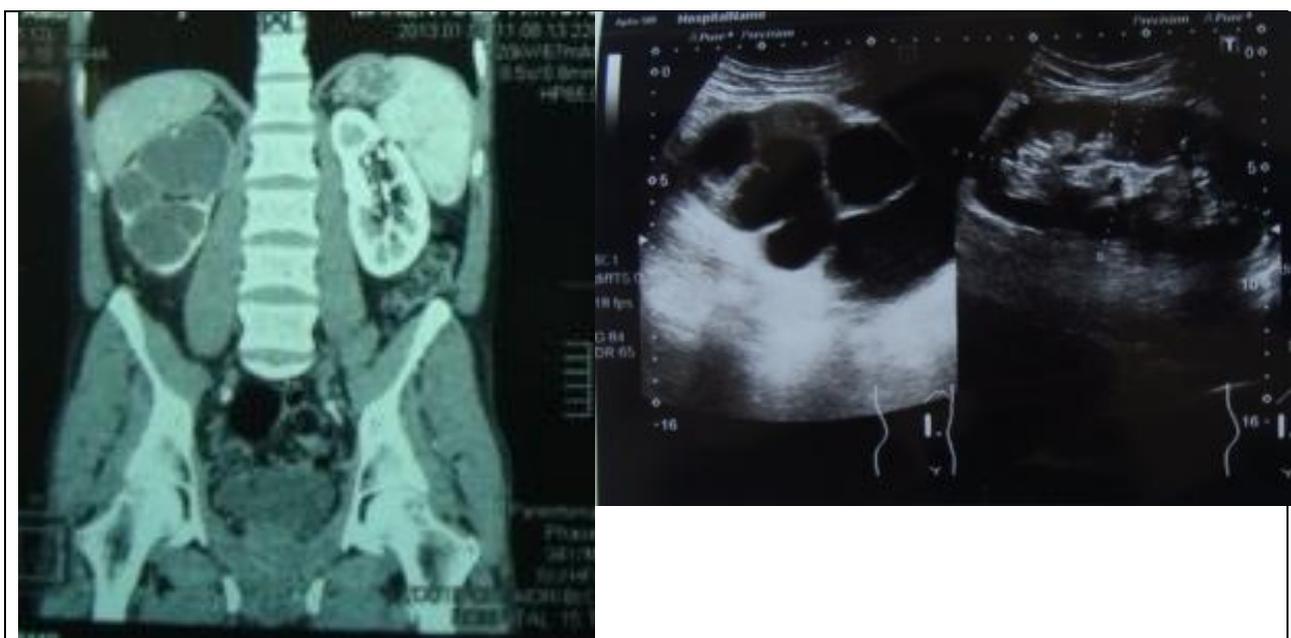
КТ-скан и УЗИ органов забрюшинного пространства больного туберкулезом правой почки и правого мочеточника, гидронефрозом справа (паренхима почки полностью замещена множественными кавернами и дилатированными чашечками).
